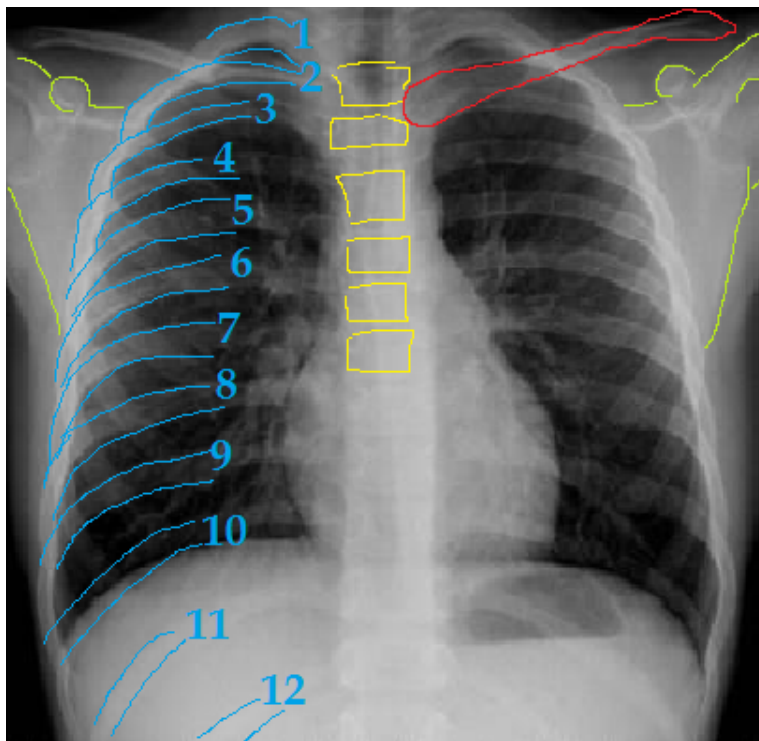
Faros. (2016). Radiografía de tórax. Recuperado de: [Radiografía de tórax en niños: en qué consiste, en qué casos se realiza y qué riesgos tiene | Faros HSJBCN \(hsjbcn.org\)](#)
